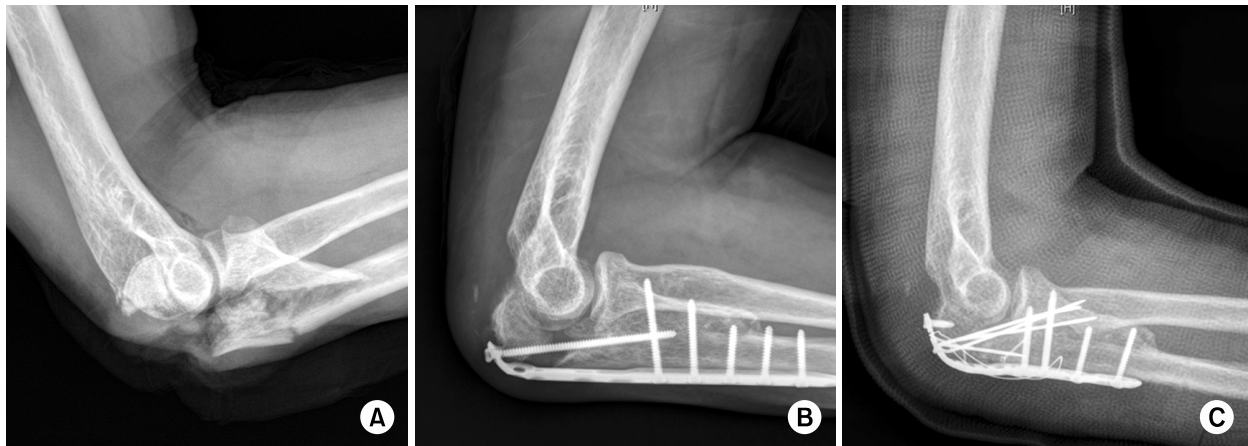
(A) Lateral radiograph of a 53-year-old man shows a comminuted olecranon fracture. (B) At 7 months after surgery, lateral radiograph shows nonunion of olecranon, inadequate reduction and malposition of the proximal screw after plate fixation. (C) Osteosynthesis with plate fixation and auto-iliac bone graft. At 9 months after surgery, the patient was pain-free, had a range of motion greater than 90°.
